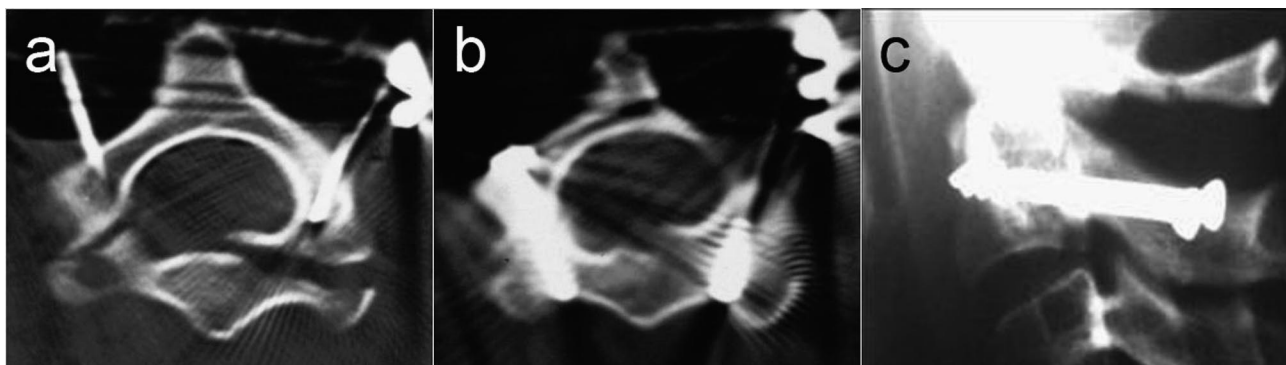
Obraz 18 měsíců po operaci ukazuje na zcela uspokojivé postavení a zhojení intraartikulární fraktury: a) postavení před utažením; b) po utažení s kompresí fragmentů; c) axiální CT sken zhojené fraktury; d) sagitální rekonstrukce kongruence kloubní plochy C1/2 bylo dosaženo díky redukci pomocí tahového šroubu
